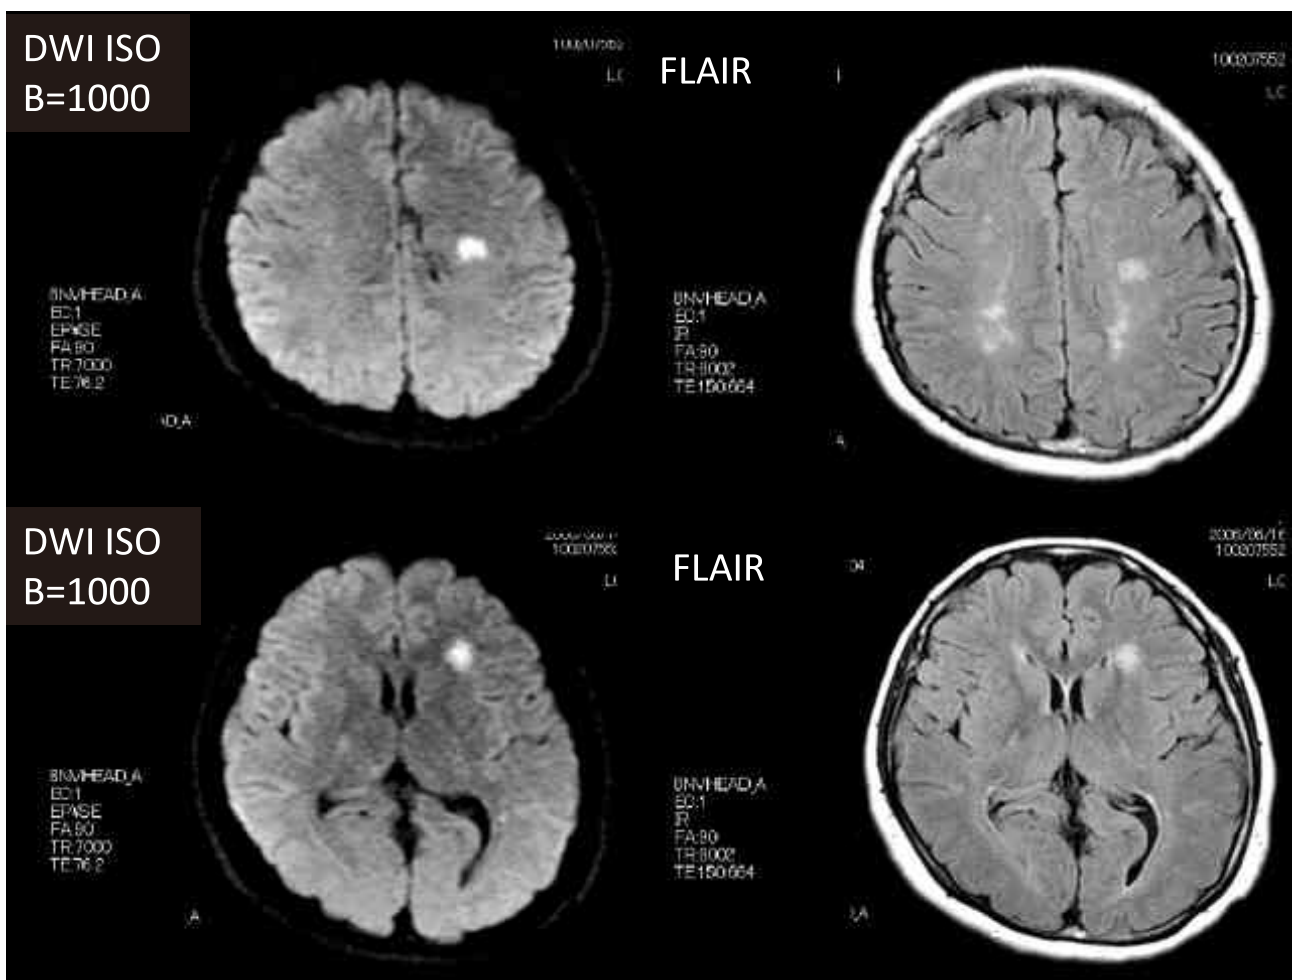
当院神経内科 2 回目入院時の脳 MRI (2006 年 6 月 16 日).
